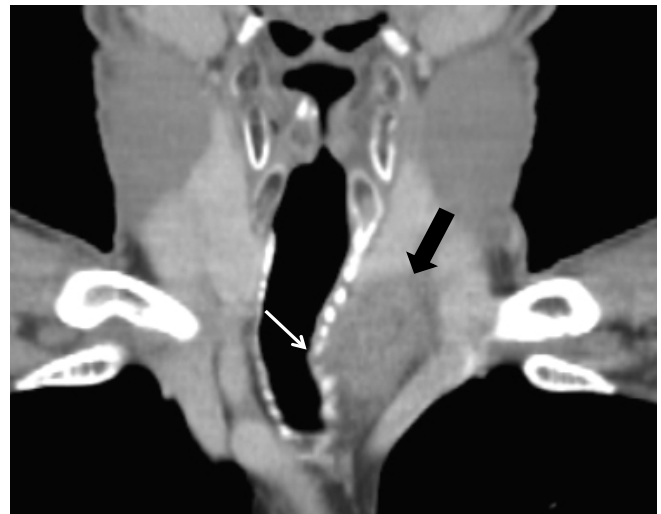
Contrast-enhanced CT (coronal view) shows a 4 cm sized cervical mass (black arrow) shifting the trachea to the right, with a possible invasion of the tracheal cartilage (small white arrow).
